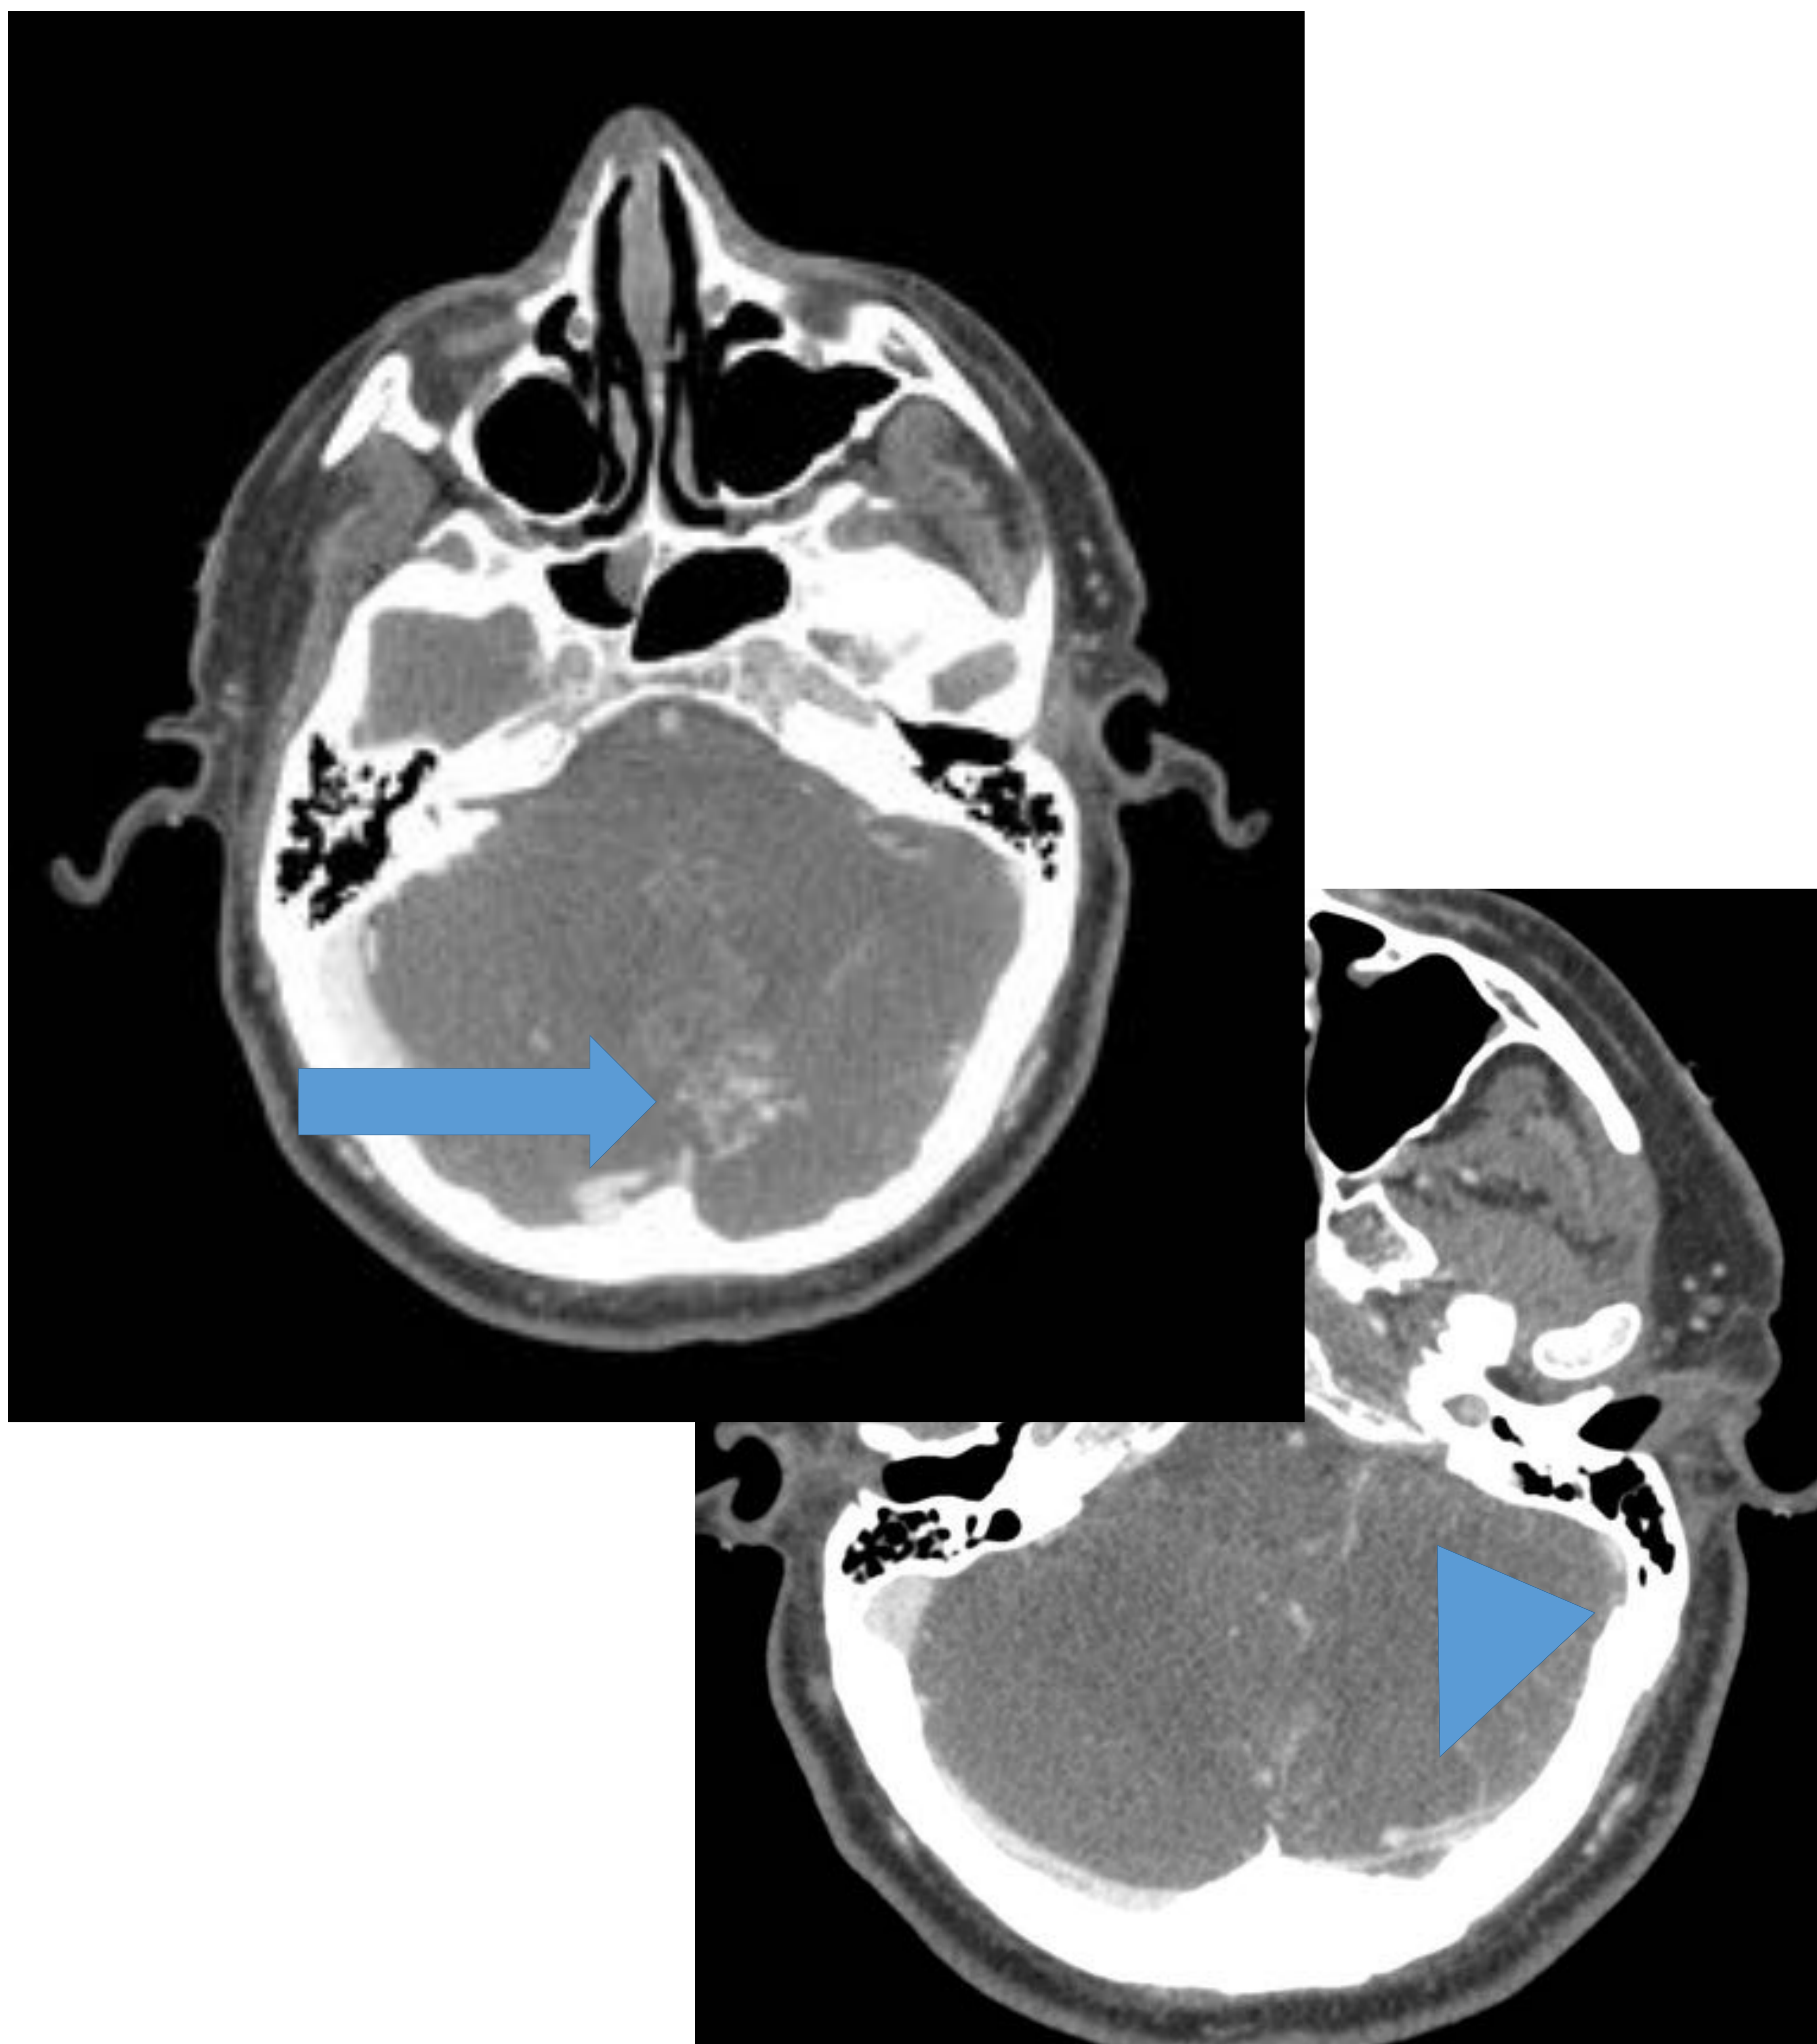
Se completa estudio anterior con Angio-TC de arterias cerebrales. Donde se aprecia una imagen de «nidus» (flecha) con una vena de drenaje hacia el seno transversal izquierdo (punta de flecha). Hallazgos en relación con MAV subyacente a hematoma en fosa posterior.
